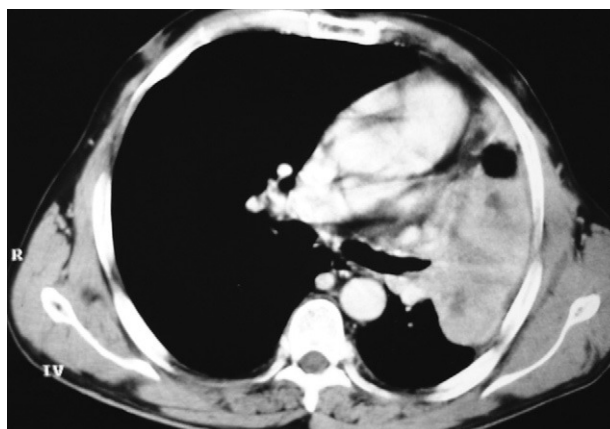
Tomografía axial computarizada correspondiente al caso número 4, donde se aprecia la excavación central del tumor.
